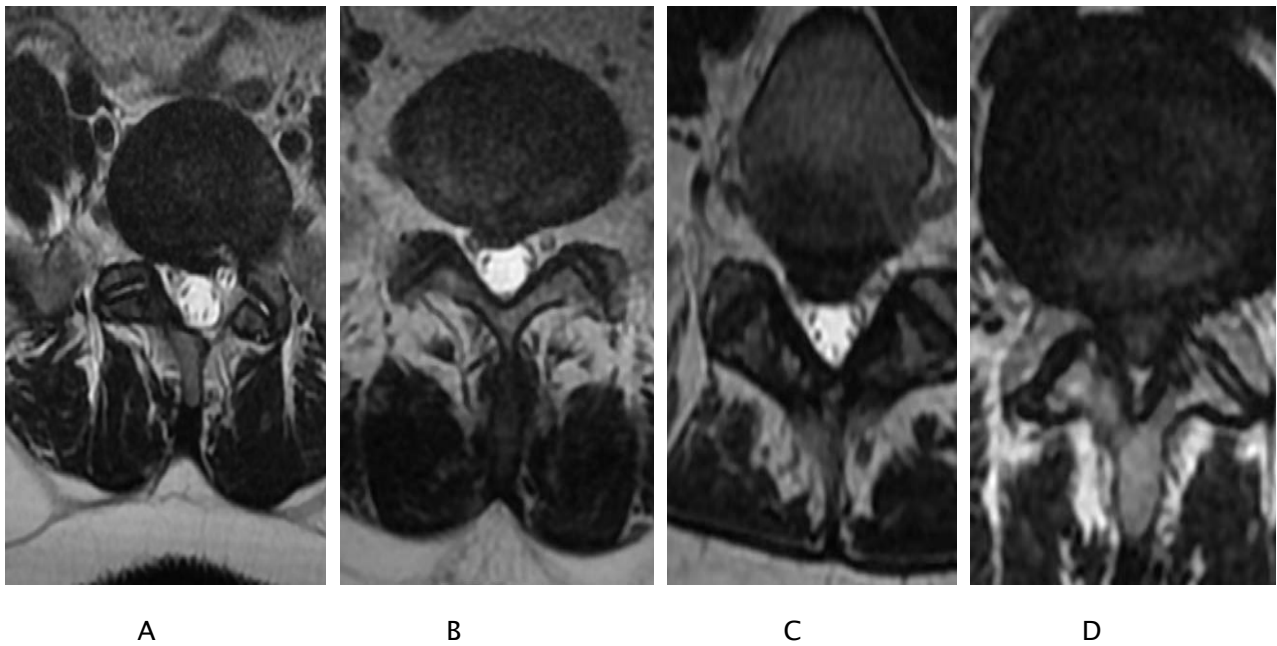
B: IRM en pondération T2 coupe axiale objectivant les différents grades des conflits disco-radicaux A: Grade 0, B: Grade 1, C: Grade 2, D: Grade 3
